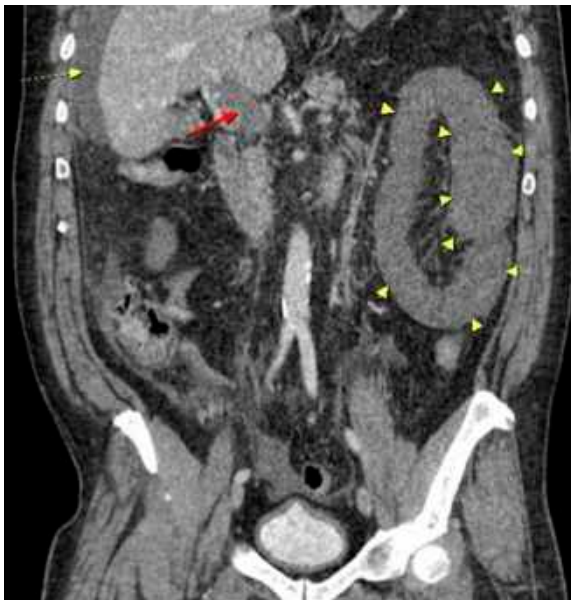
Coronal plane of venous phase of abdominal CTA. Thrombus in portal vein (red arrow), intestinal wall thickening and increased density of fat tissue edema (yellow arrow heads) and perihepatic free fluid (yellow dotted arrow) were depicted.
